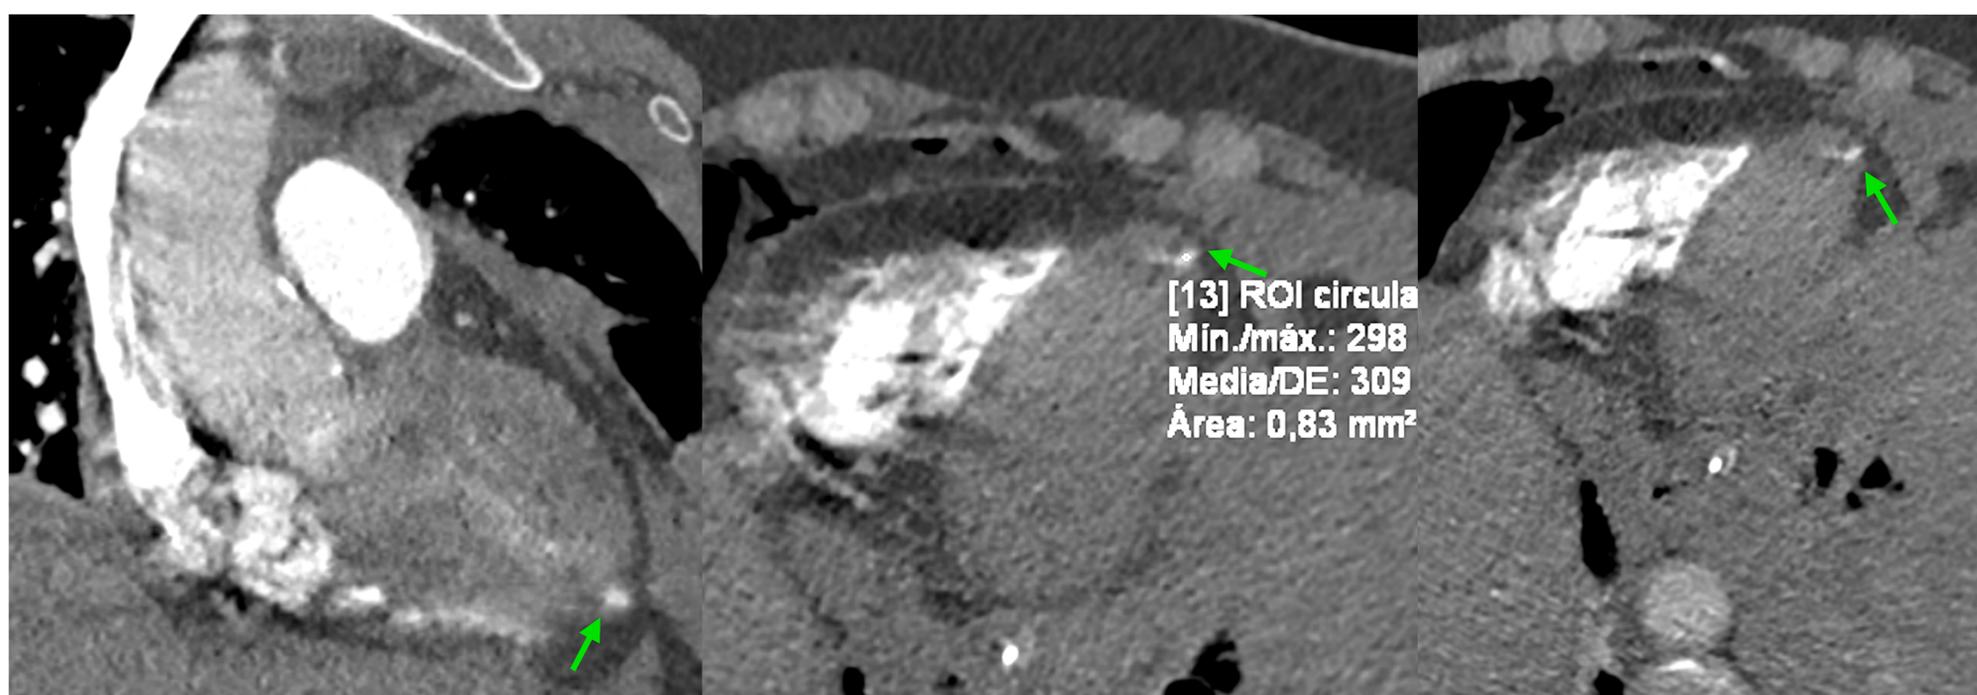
Estudio Angio-TC de arterias pulmonares en el postoperatorio precoz
